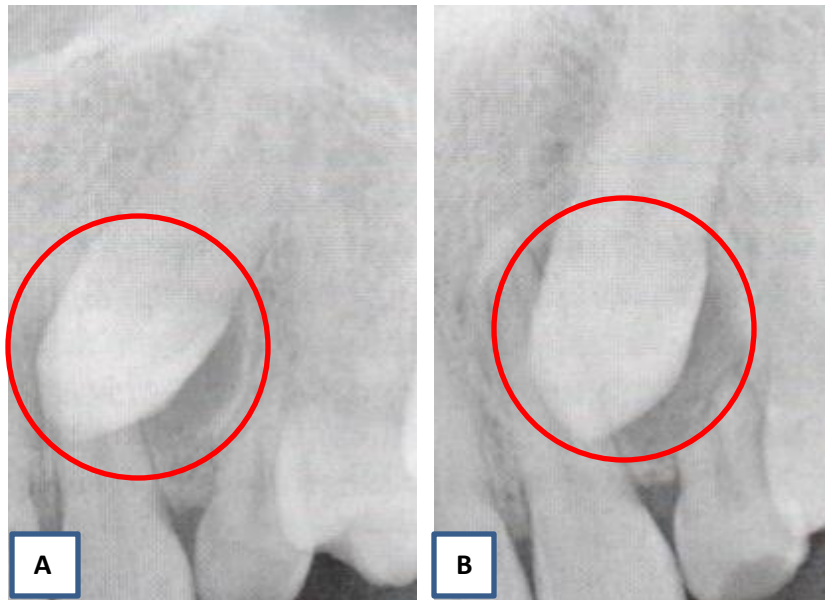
Técnica de Clark: A) Radiografía con proyección perpendicular: la corona del 23 aparentemente cubre por completo la raíz del 2; B) proyección con desplazamiento del tubo de rayos X hacia distal: la corona del 23 se desplaza en la misma dirección, descubriendo parcialmente la raíz del 22. El diente incluido está localizado por palatino.
